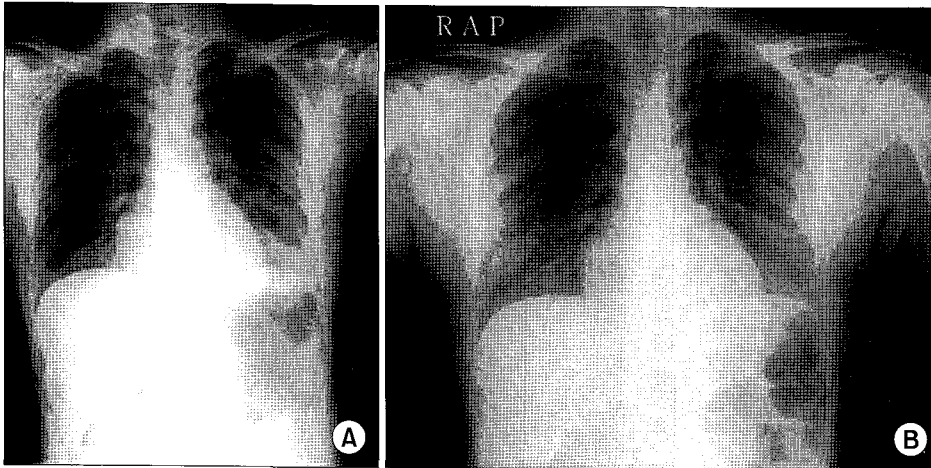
Postoperative chest AP X-ray. Improved pulmonary edema at 6 hours later (A), and nearly complete resolution of both lung lesions at 20 hours later (B).
